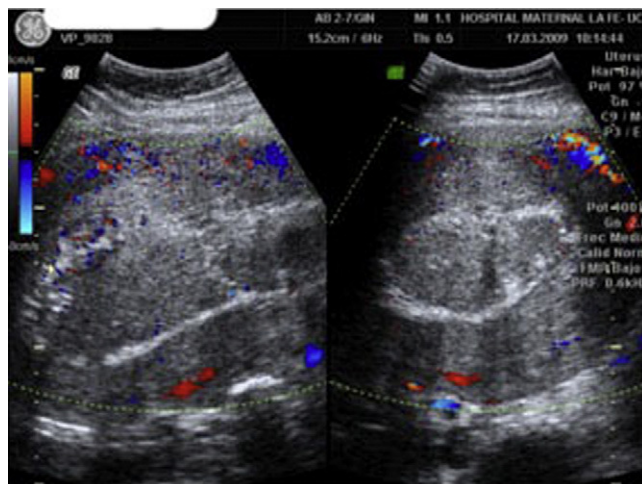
El control ecográfico postembolización muestra la ausencia de vascularización placentaria con Doppler color.
